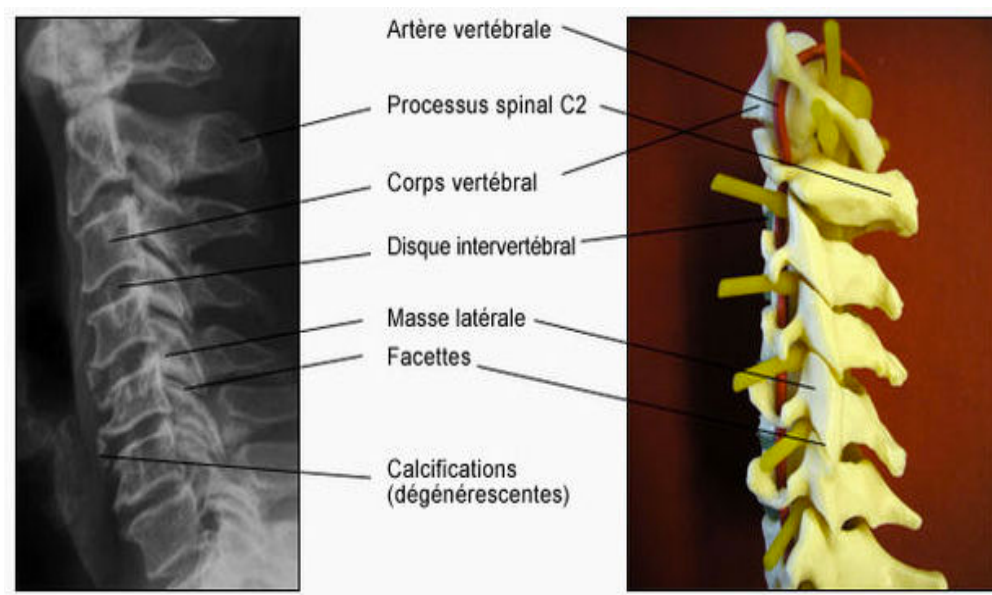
Concordance radiographique et anatomique du rachis cervical.
